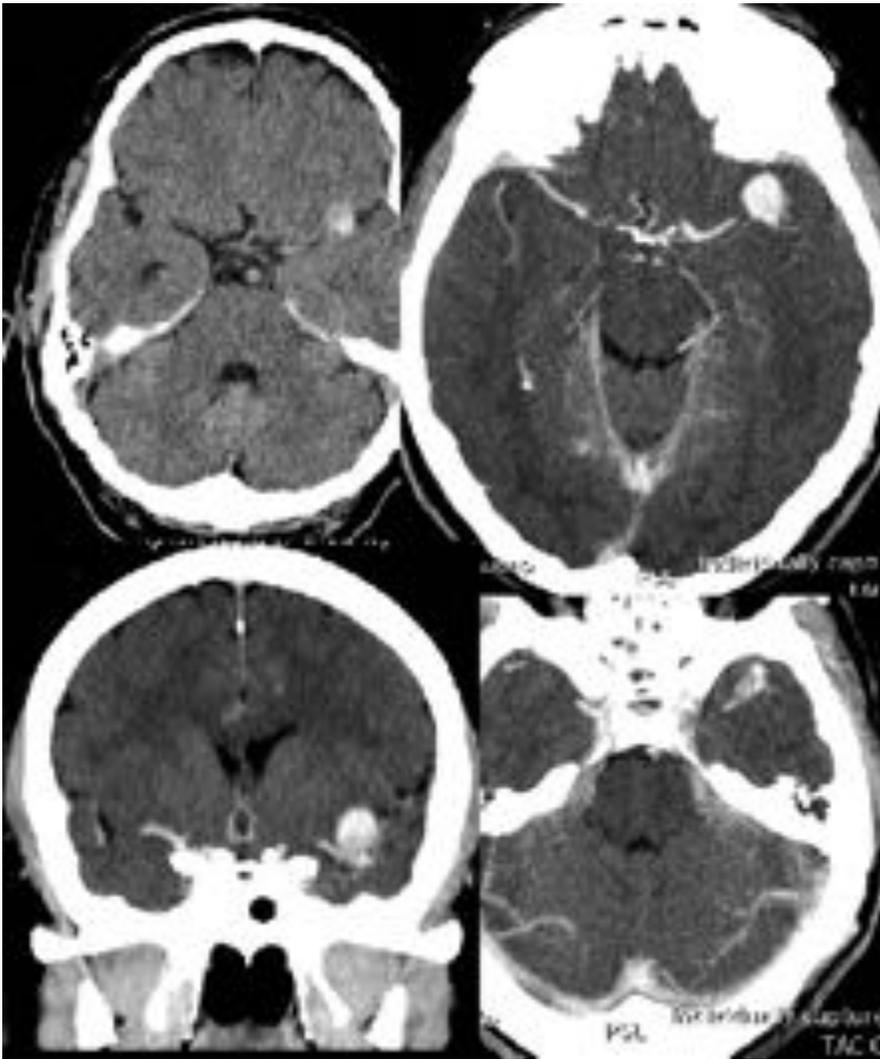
Varón de 60 años con disartria. TC sin contraste muestra lesión expansiva hiperdensa en cisura de Silvio izquierda, que capta contraste intensamente, excepto en región caudal; hallazgos en relación con aneurisma de ACM izquierda parcialmente trombosada, minutos previos a su ruptura.
